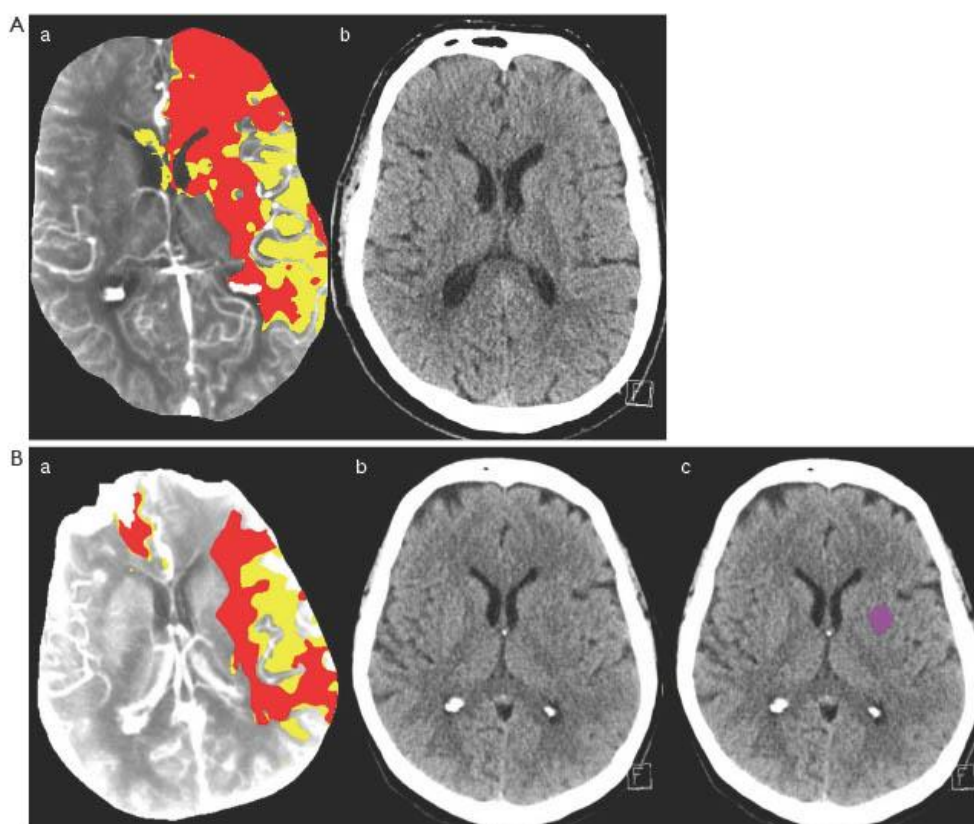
Overestimation of infarct core volume on CT perfusion map. (A) CT perfusion map (a) obtained initially before mechanical thrombectomy depicts core (red) and penumbra (yellow). Non-enhanced follow-up CT (b) is without unambiguous infarct. (B) CT perfusion map (a) obtained initially before mechanical thrombectomy depicts core (red) and penumbra (yellow). Non-enhanced follow-up CT (b) demonstrates overestimation of the core volume by CT Perfusion. Non-enhanced CT depicts only small infarct (purple) in the left basal ganglia (c).
